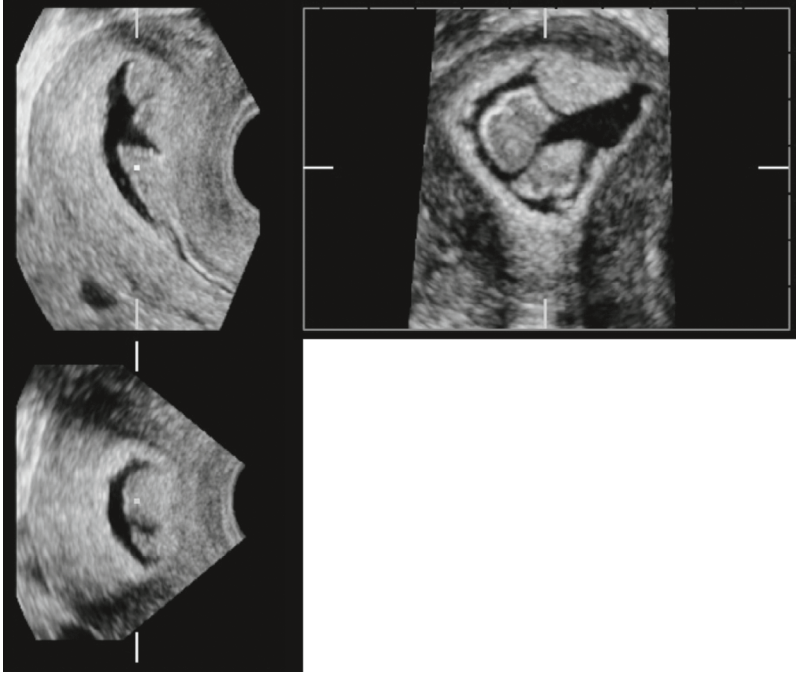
Hystérosonographie en mode 3D triplan. Localisation précise de l'hypertrophie de l'endomètre.
